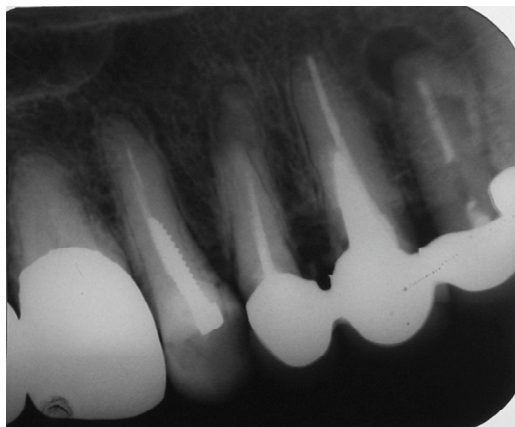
Рентгенограмма пломбирования каналов зубов рассасывающимся пломбировочным материалом
